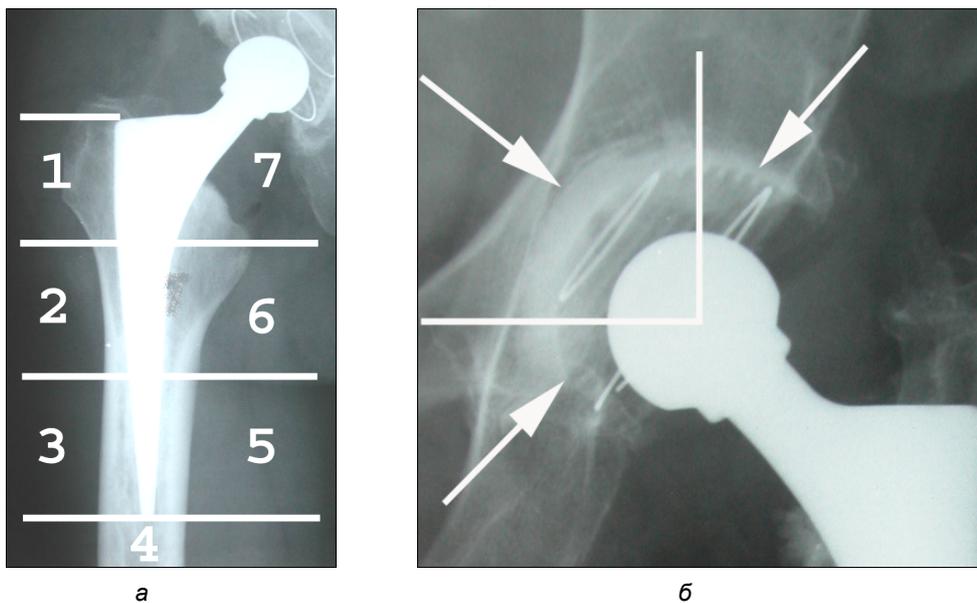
Рентгенологическая оценка: а – бедренного компонента по Gruen; б – ацетабулярного компонента по DeLee и Charnley
